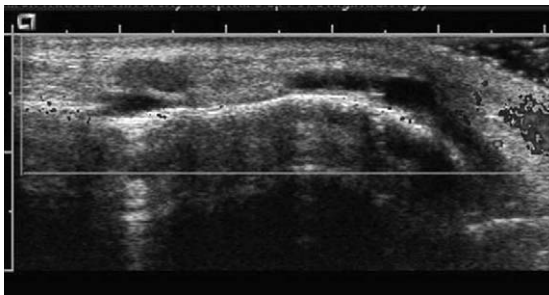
On ultrasonographic image, hypoechoic fluid-filled lobules are seen interspersed by a hyper-echoic linear periosteal reaction.
